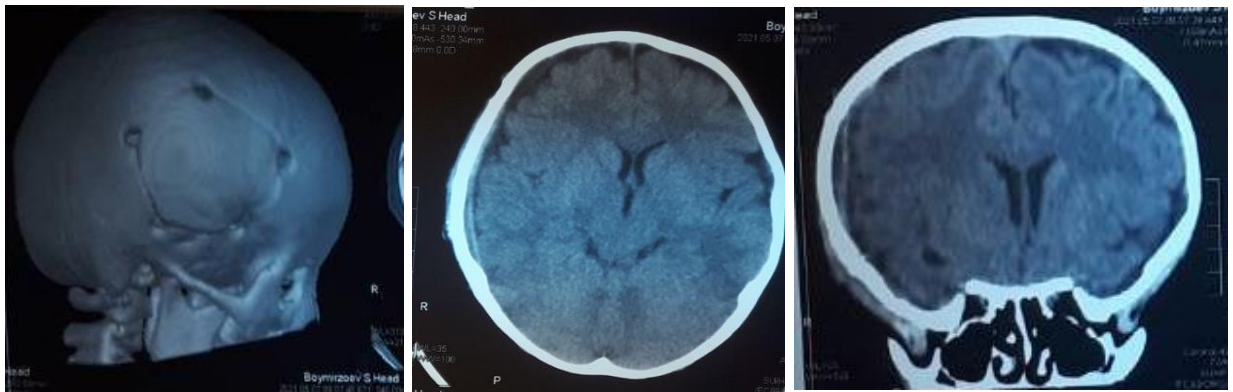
Б- МСКТ. Сочетанная кранио-абдоминальная травма. ЧМТ. Огромная гематома лобно-теменно-височной области (после костнопластической операции)
